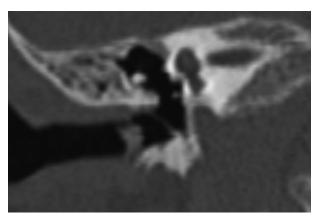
Компьютерная томограмма правой височной кости. Коронарная проекция. Овальное окно закрыто костной тканью (атрезия). Полукружные каналы отсутствуют
